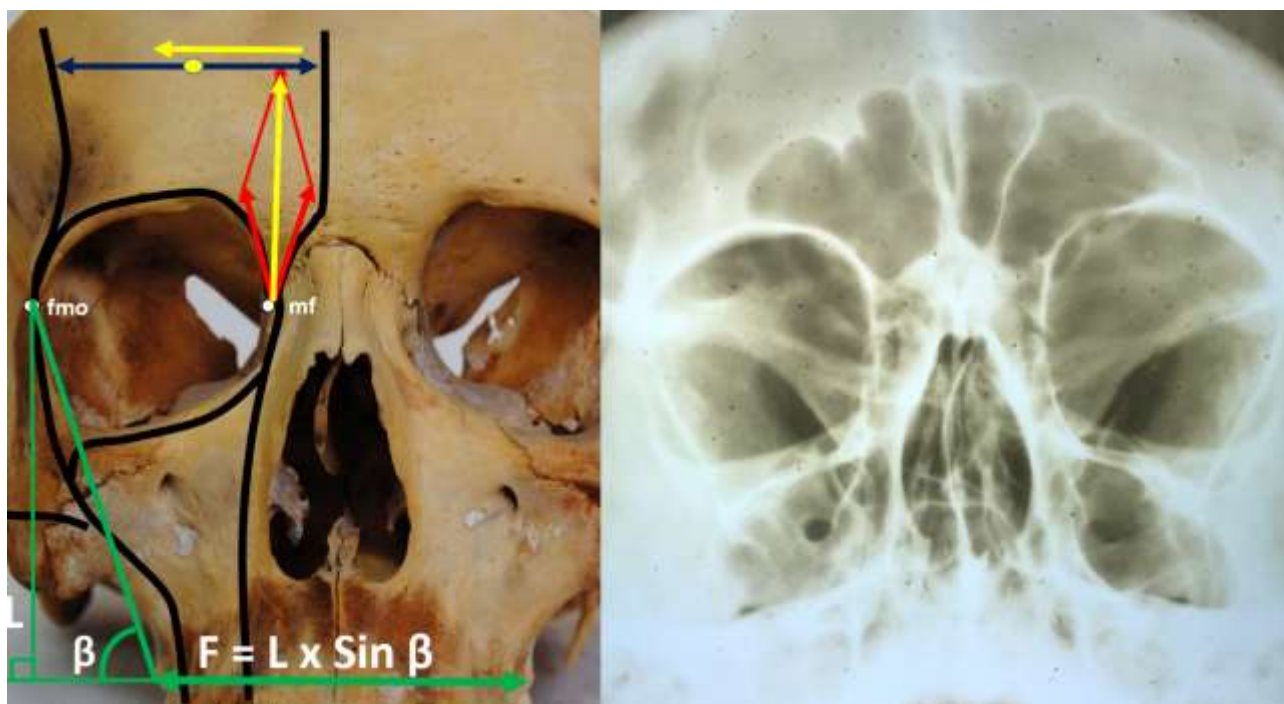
Вариант строения лобной пазухи при средней изогнутости дуги надглазничного края (Обозначения: Справа – фото черепа со средней изогнутостью дуги надглазничного края (КИ=41,6); слева – прямая рентгенограмма того же черепа: синус симметричный, широкий, высокий, бухтообразный, с полной дополнительной перегородкой (слева))
